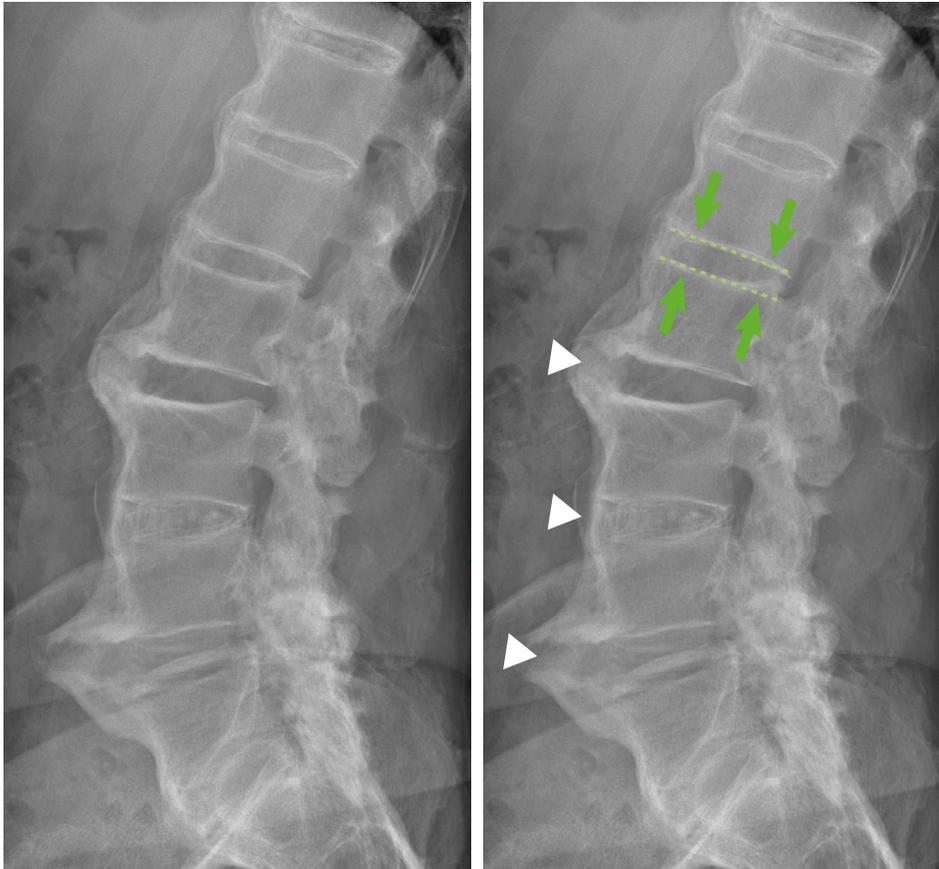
Aspect radiographique typique du DISH avec syndesmophytes non marginaux sur 3 segments (têtes de flèches blanches). Notez la relative préservation de la hauteur discale (flèches vertes).
